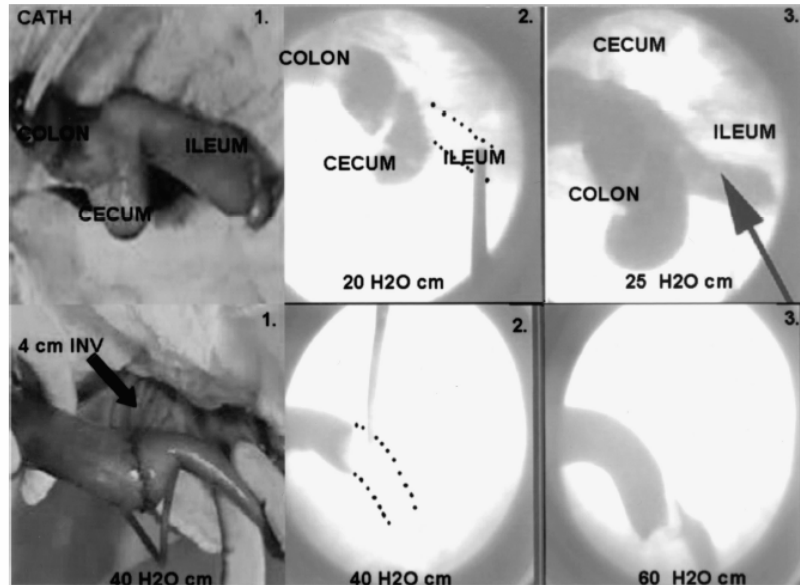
Upper: 1, Retrograde contrast filling of the ileocolic segment; 2, x-ray image of the ileocolic segment at 20 cm H₂O retrograde pressure; 3, x-ray image of the ileocolic segment at 25 cm H₂O retrograde pressure. Lower: 1, Retrograde contrast filling of the 4-cm-long INV; 2, x-ray image of the 4-cm-long INV at 40 cm H₂O retrograde pressure; 3, x-ray image of the 4-cm-long INV at 60 cm H₂O retrograde pressure.
